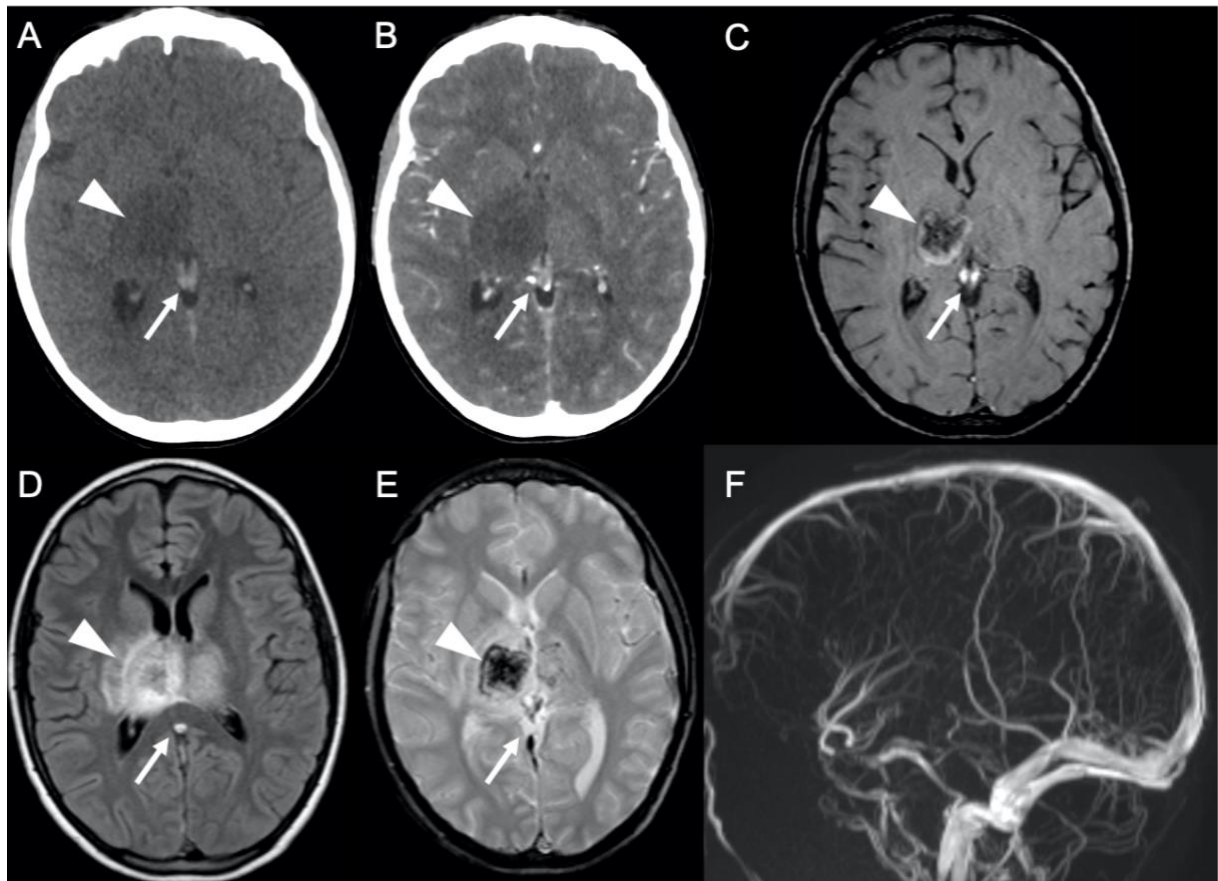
Cas 36 : Adolescent de 14 ans : déficit brutal sensitivo-moteur du membre supérieur gauche au cours de la phase d'induction avec asparaginase d'une LAL T. Le scanner cérébral sans injection (A) montre une hyperdensité spontanée du système veineux profond dont les veines cérébrales internes (flèches), sans rehaussement après injection (B). Il s'y associe une hypodensité capsulo-thalamique droite (têtes de flèche) ne prenant pas le contraste. À l'IRM, le système veineux profond (flèches) est en hypersignal T1 (C), en hypersignal FLAIR (D) et en hyposignal T2* (E). La séquence d'angio-IRM veineuse (F) montre un défaut d'opacification du système veineux profond (veines cérébrales internes, ampoule de Galien, sinus longitudinal inférieur et sinus droit). Au niveau capsulo-lenticulaire droit, il existe un hypersignal hétérogène en T1 et en FLAIR, et en hyposignal T2*. Dans une moindre mesure, il existe les mêmes anomalies du côté opposé. L'ensemble des anomalies sont en lien avec une thrombose veineuse de l'ensemble du système veineux profond cérébral compliquée de remaniements œdémato-hémorragiques capsulo-thalamiques.
